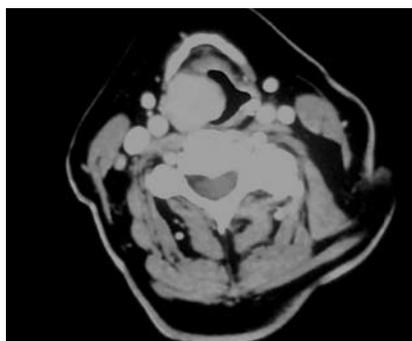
Präoperativer BefundAbbildung 2: Rechtsseitiger Larynxtumor im CT des HalsesAbbildung 3: Befund 10 Tage postoperativ
